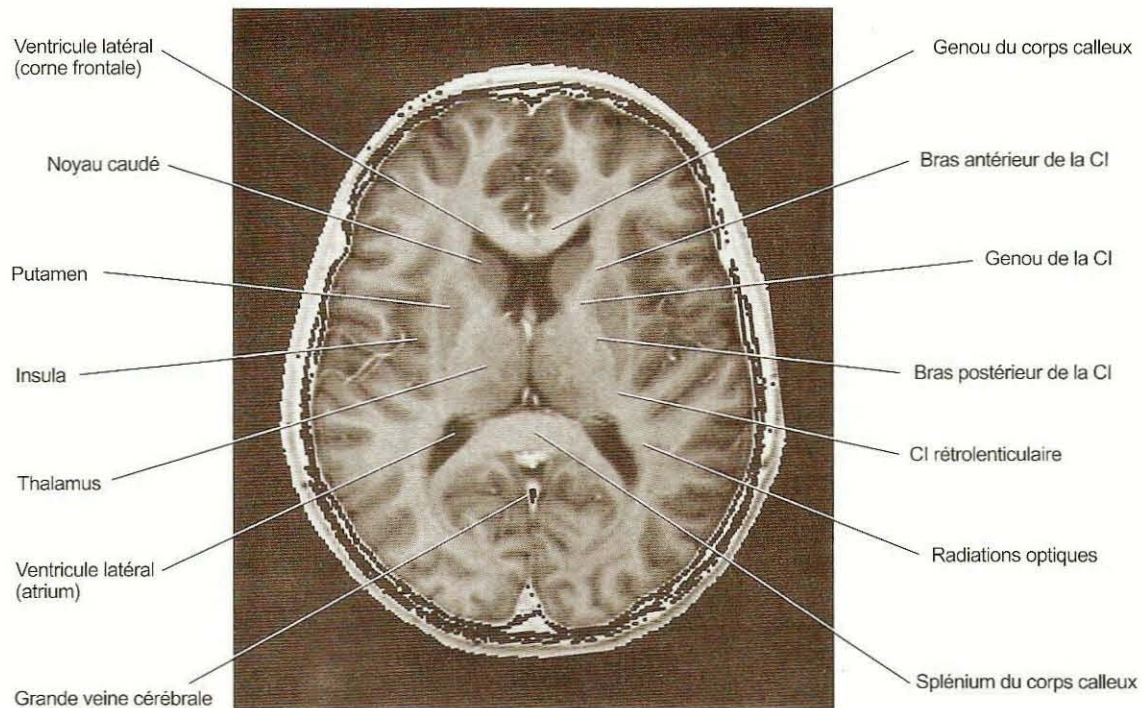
Coupe axiale IRM en séquence pondérée T1. Anatomie cérébrale normale. Extrait de « Neuro-Anatomie Clinique et Neurosciences Connexes. Fitzgerald MJT, Folan-Curran J. Editions Maloine, Paris, 2003 ».
